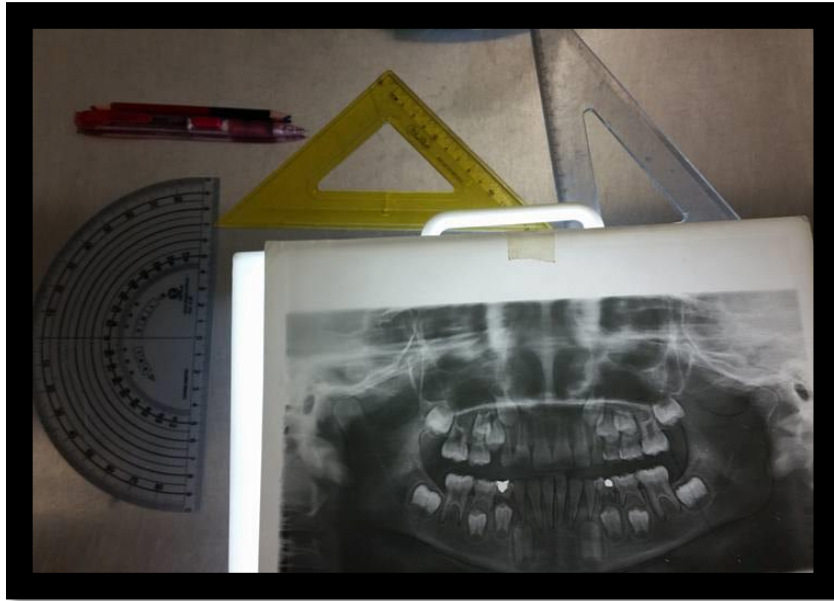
Instrumentos utilizados para la medición de radiografías.
